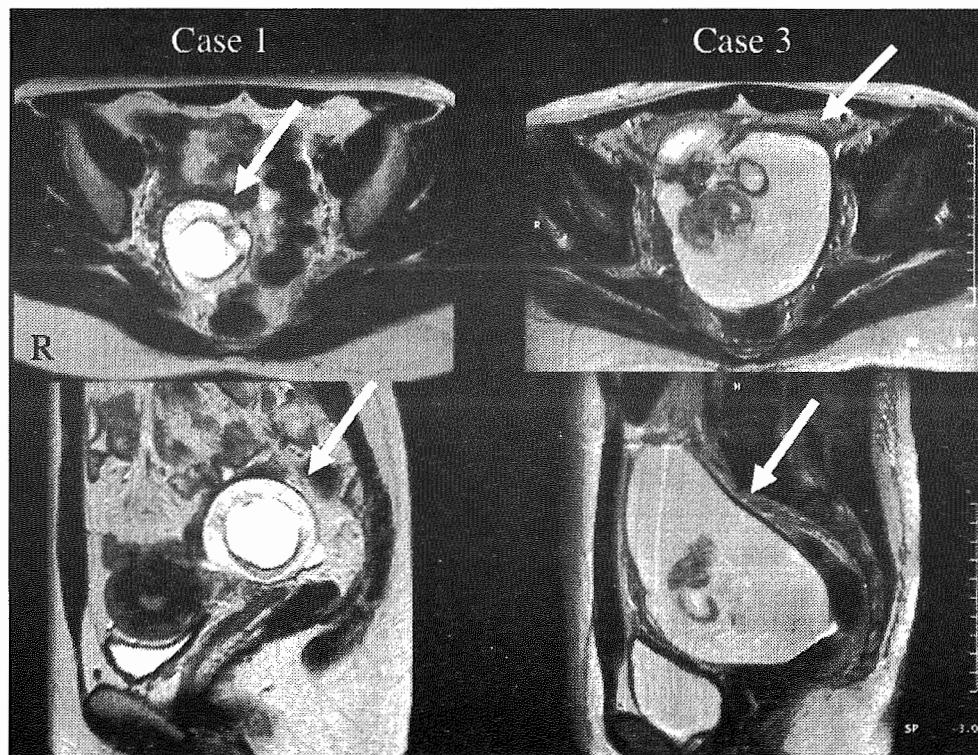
症例1と3の骨盤MRI(T2強調)。症例1の発症4年後の、症例3の発症2ヶ月後の骨盤MR 1である。症例1では直径約5cm、症例3では約10cm×15cmの右卵巣奇形腫が認められた。
